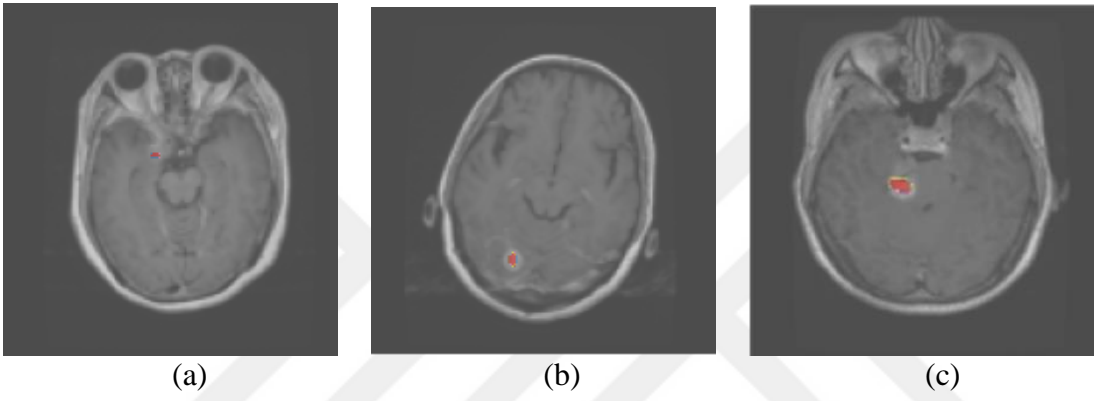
Aksiyel HGG beyin tümörü MRI örnekleri
